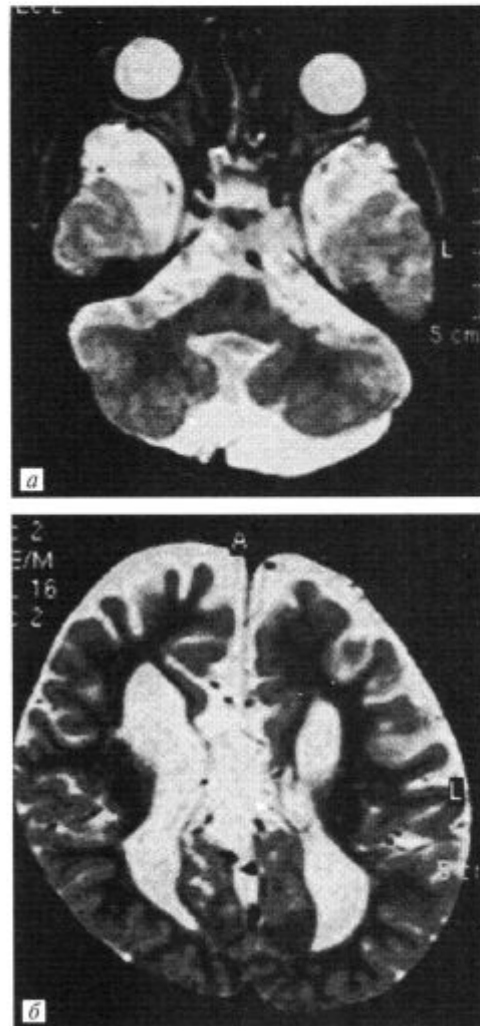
Фронтальный (а) и сагитальный (б) снимки головного мозга, полученные с помощью магнитно-резонансной томографии (МРТ)
